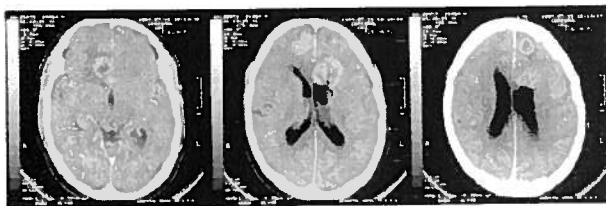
TAC-CE evidenciando as lesões.
